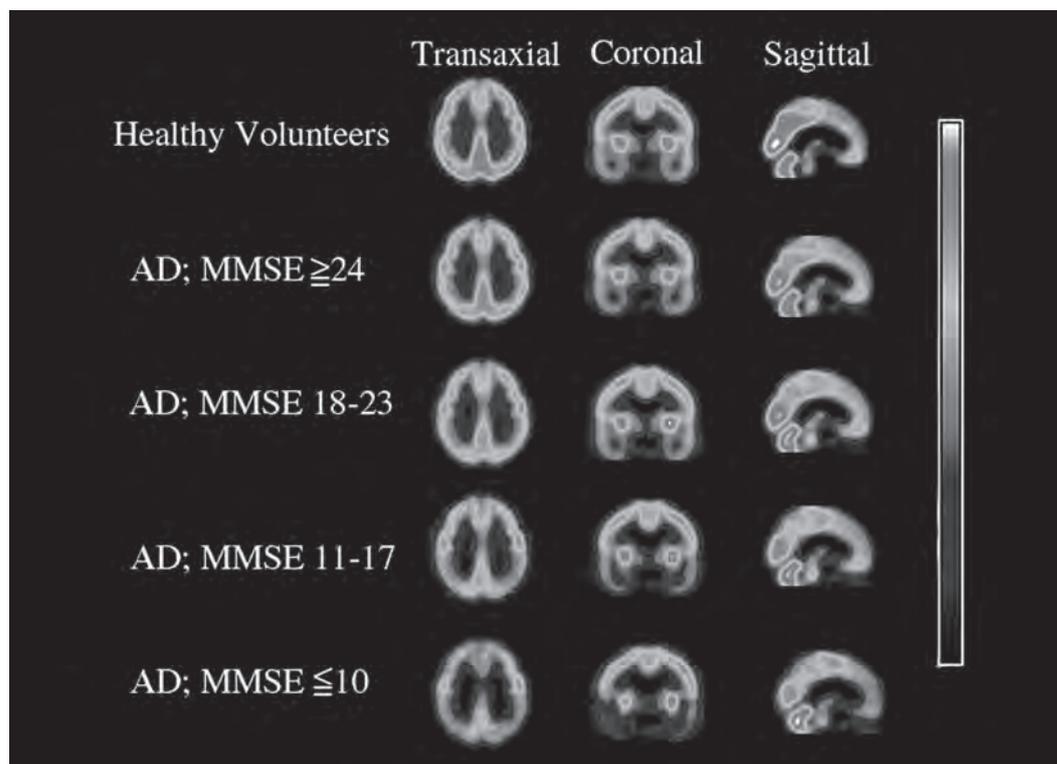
アルツハイマー型痴呆の進行にともなう SPECT 所見の推移と高齢健常者との比較
